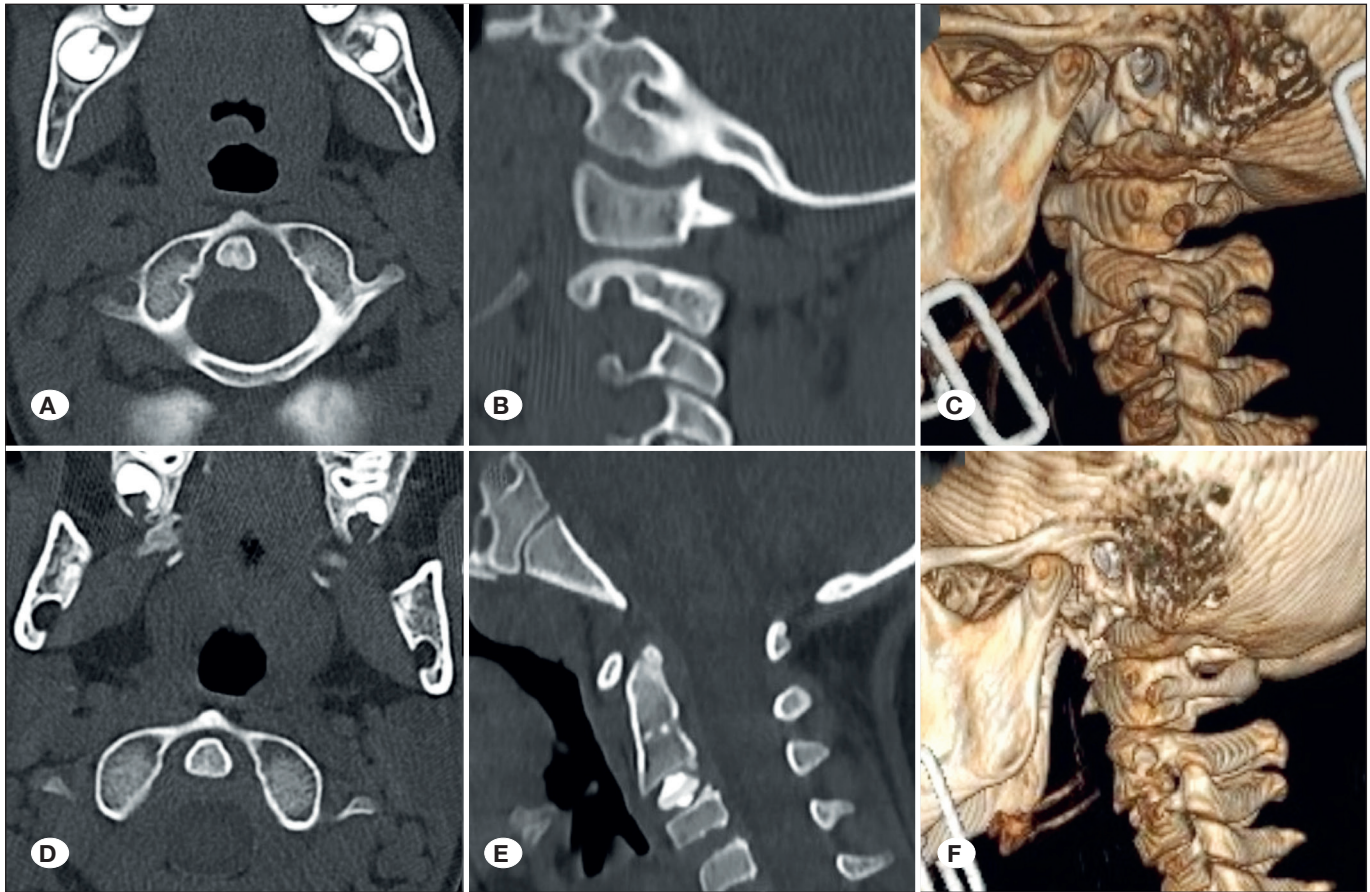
Kapalı manuel redüksiyon tedavisinin başarılı olduğu travmatik AARS olgusuna ait işlem öncesi aksiyal (A), sagittal (B), 3 boyutlu (C) ve işlem sonrası aksiyal (D), sagittal (E) ile 3 boyutlu (F) BT görüntüsü.
